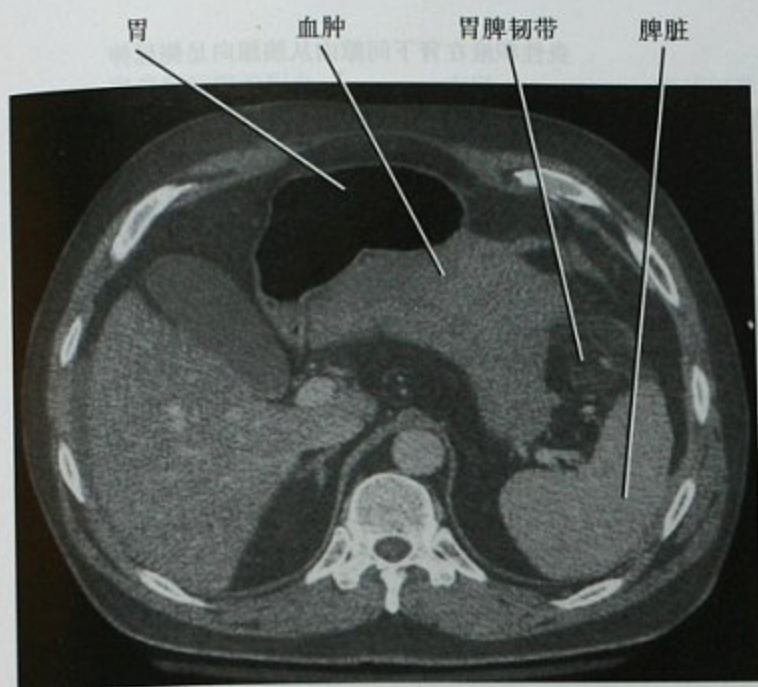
脾脏小裂伤导致小网膜囊下隐窝内血肿,横断位增强 CT
